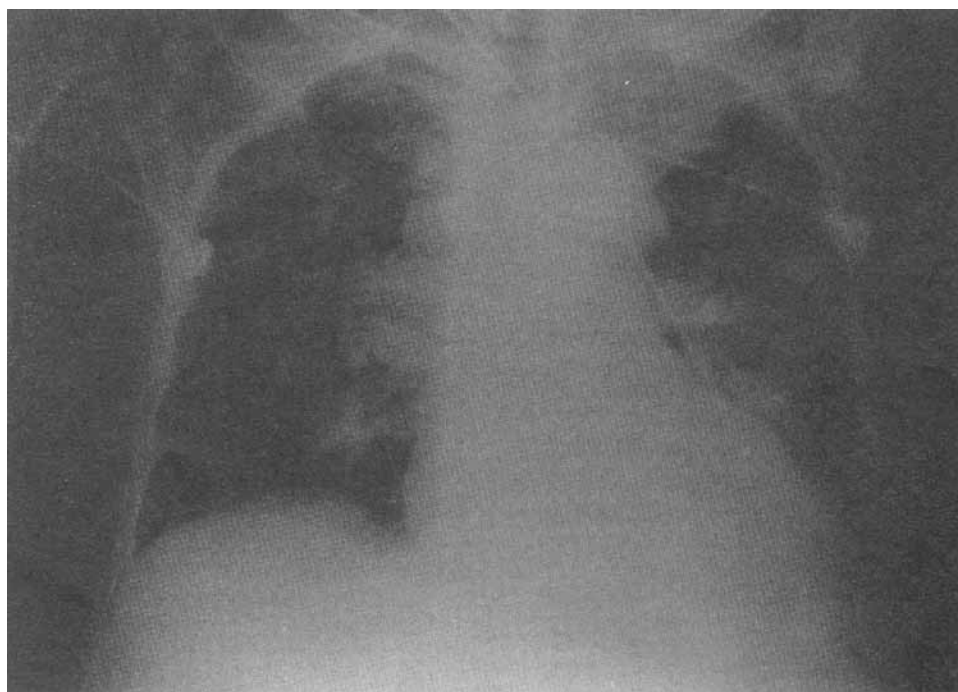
Radiografía de tórax en la que se identifica aparición de infiltrados de tipo intersticial predominando en hemitórax derecho y hacia la región basal y parahiliar.
